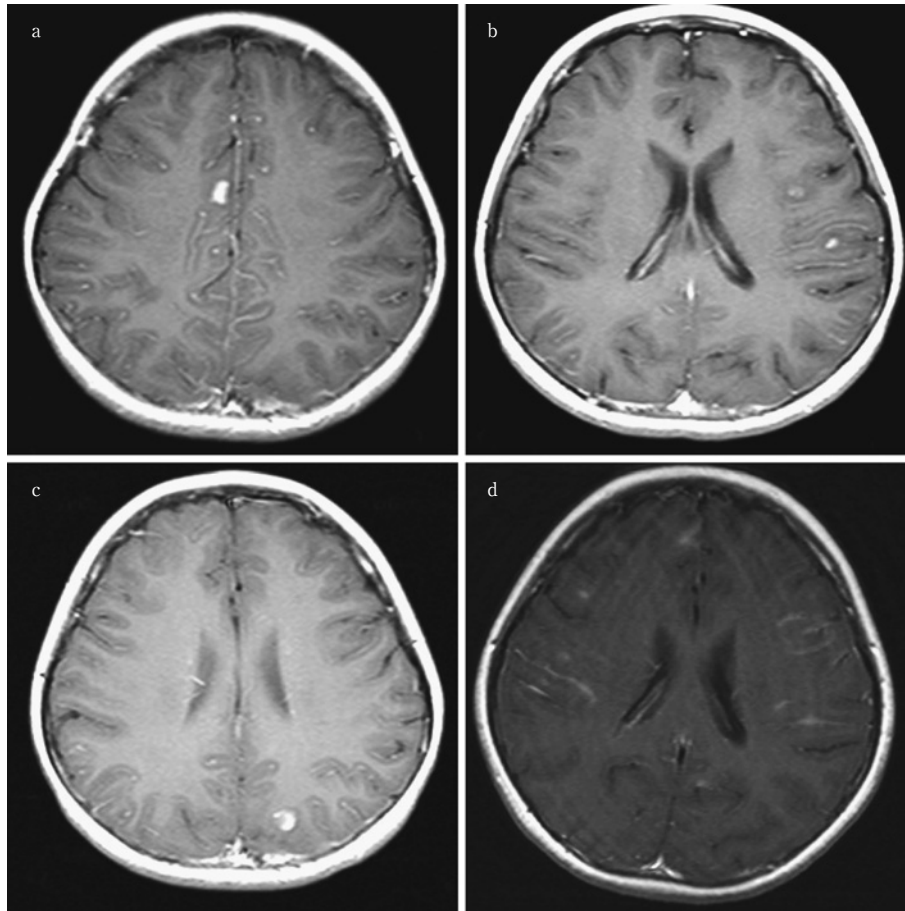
Brain MRI findings during the clinical course. Gadolinium-enhanced T<sub>1</sub>-weighted images (TR=471msec, TE=14msec) show cortical (a), multiple subcortical white matter (b, c), and leptomeningeal enhancement (d).
